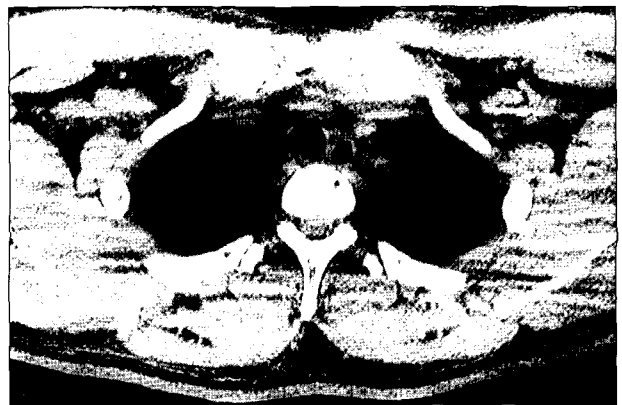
Chest CT finding shows round mass (1.5 cm in diameter) is located in the mid-trachea with its hypodensity similar to the fatty tissue.
